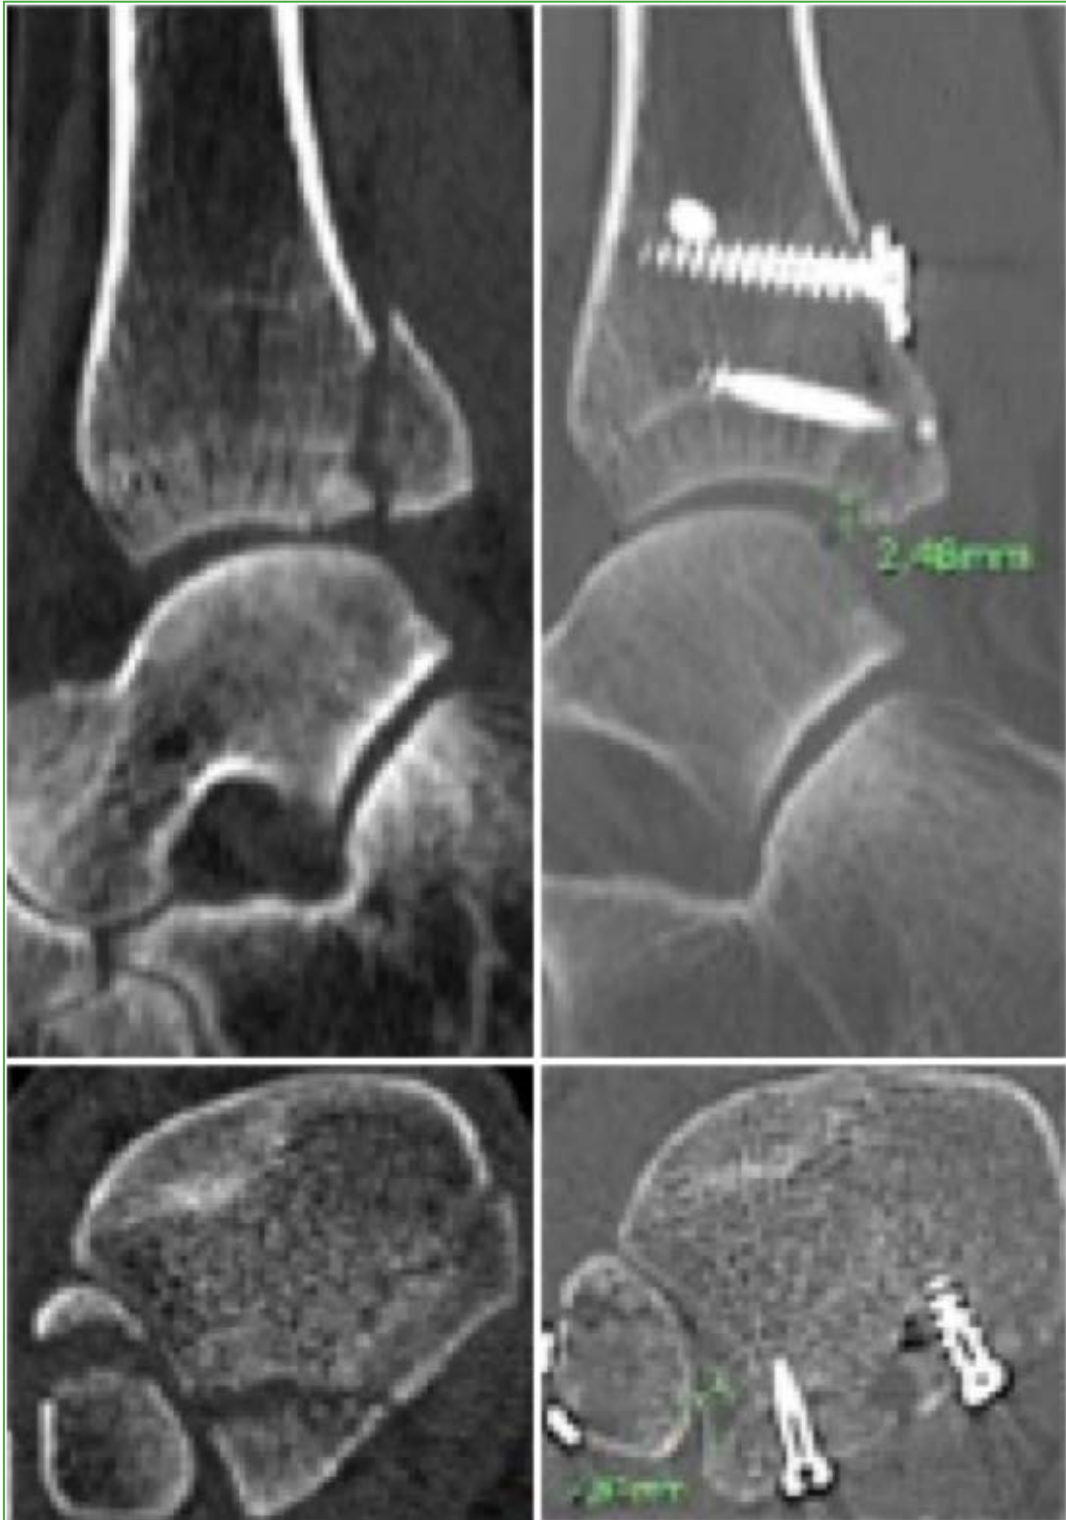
Calidad de la reducción del maléolo posterior evaluada por tomografía computarizada en el posoperatorio inmediato: No satisfactoria. Se observa una reducción con un desplazamiento >2 mm.
